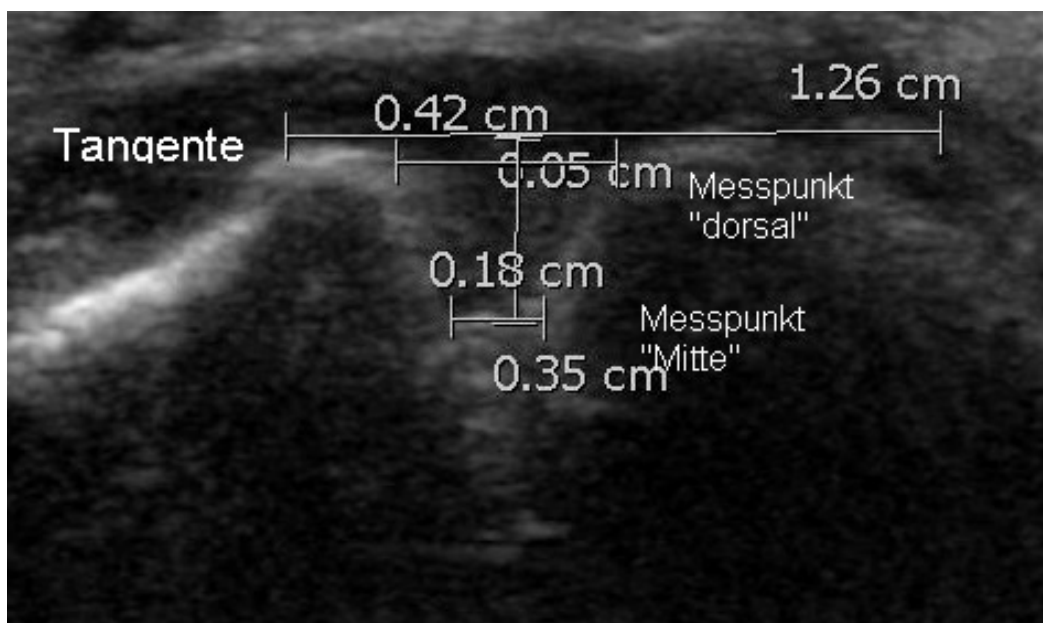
sonographische SL-Spaltmessung dorsal mittels PACS-Programm
